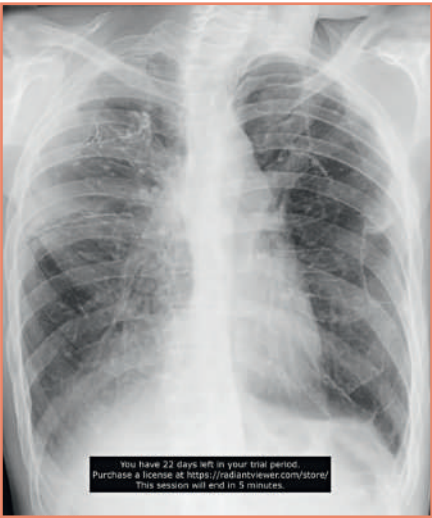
Рентгенография органов грудной клетки у пациента после этапных двусторонних резекций большого объема [предоставлено авторами] / X-ray of the chest organs in a patient after large-scale staged bilateral resections [provided by the authors]
